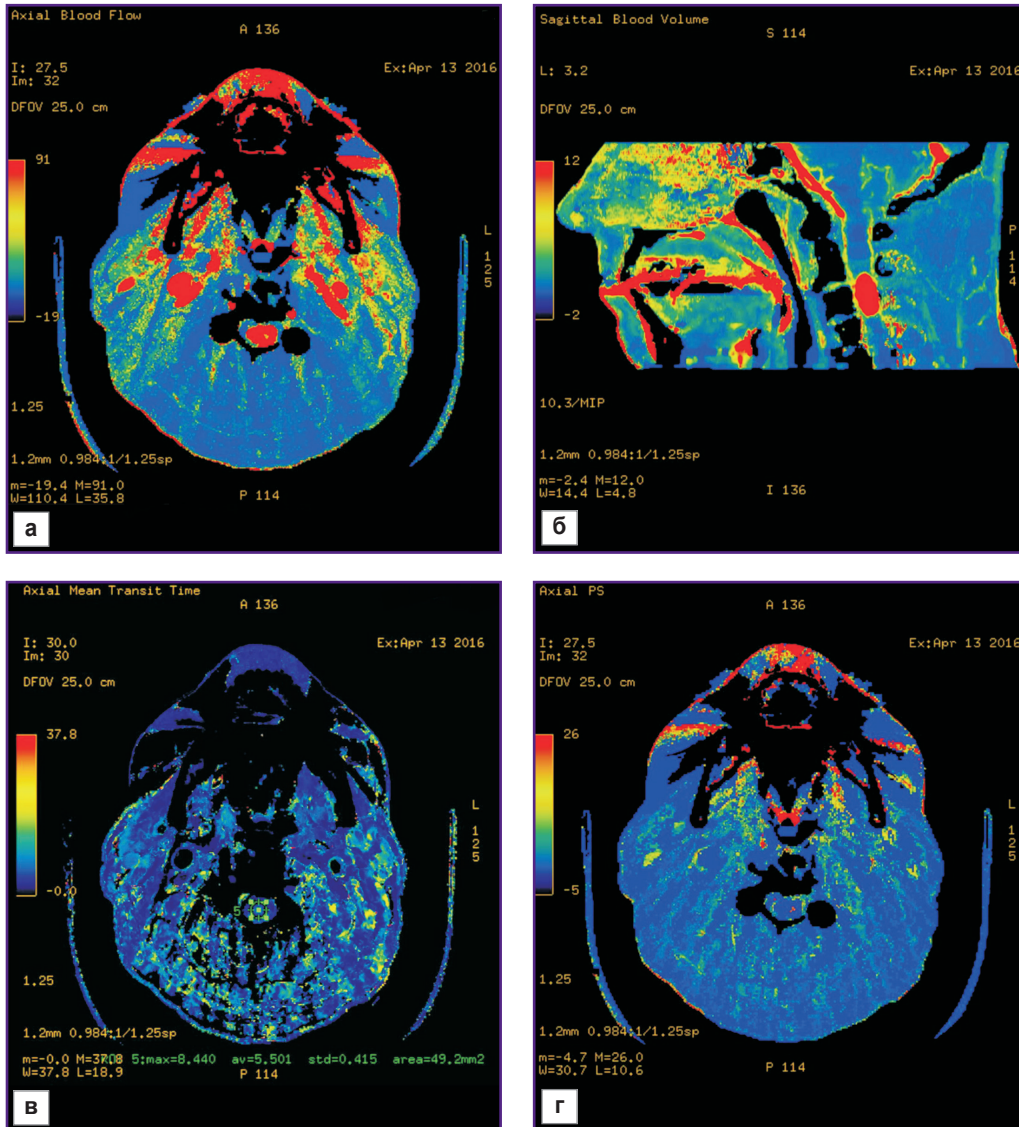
Перфузионные карты пациента с гемангиобластомой на уровне позвонка С<sub>3</sub> в режимах CBF (а), CBV (б), MTT (в), PS (г) (рисунок авторов)
